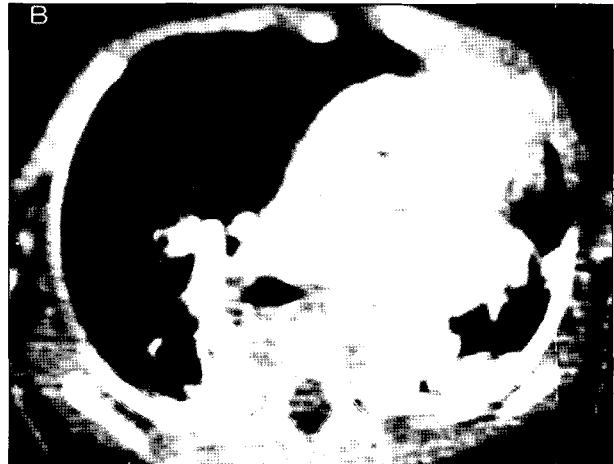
Postoperative chest CT, 72 days after operation reveals compression of left main bronchus due to around huge pulmonary artery and descending aorta.
